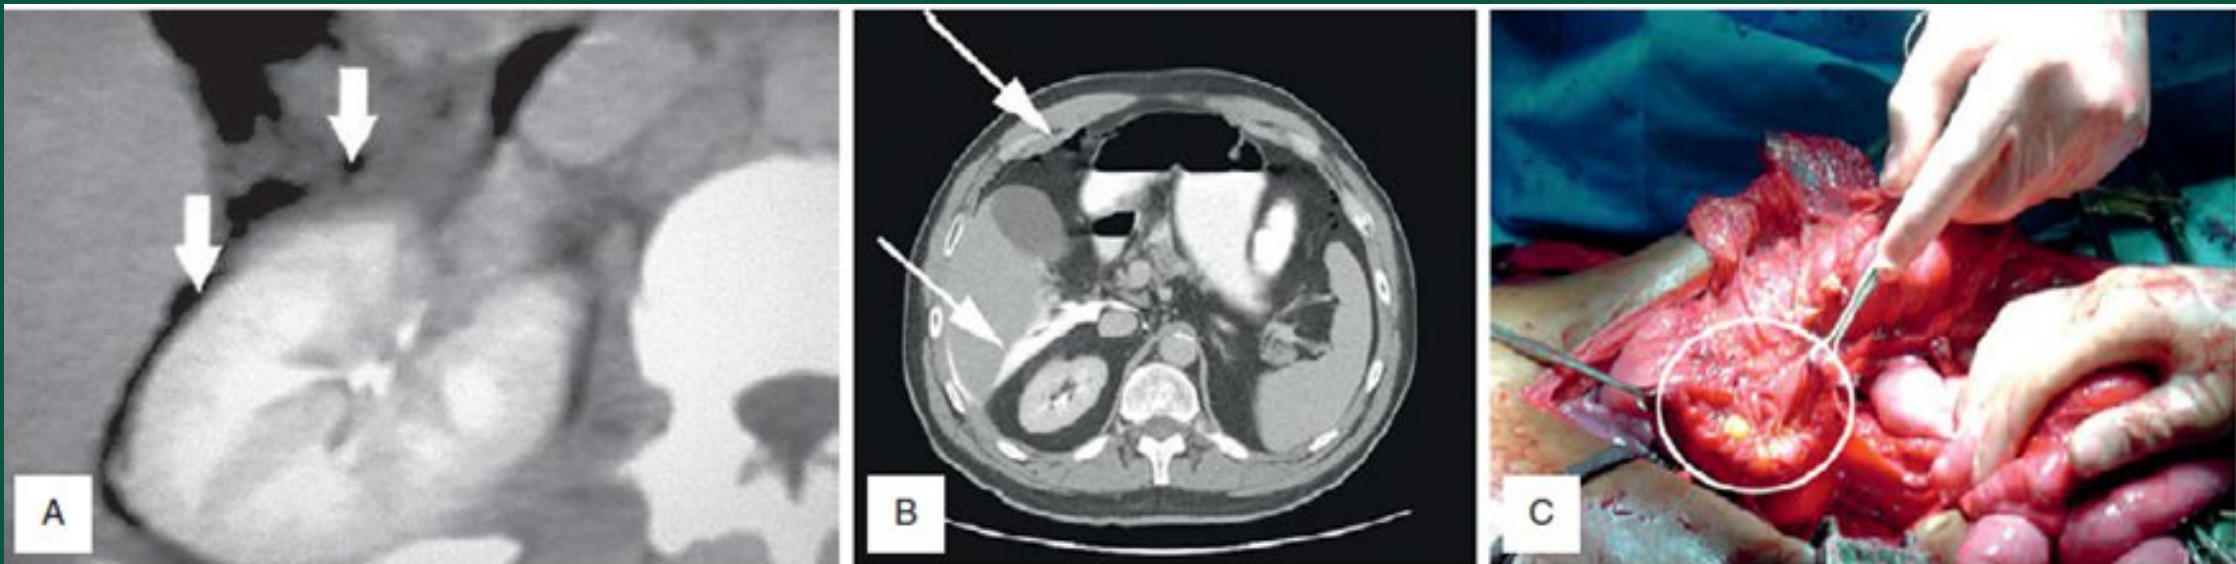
(А) КТ демонстрирует свободный ретроперитонеальный газ вокруг правой почки. (В) КТ с пероральным контрастированием показывает экставазацию контраста между почкой и печенью (нижняя стрелка). Обратите внимание на наличие свободного воздуха под передней брюшной стенкой (верхняя стрелка). (С) Интраоперационная картина полного пересечения ДПК.
